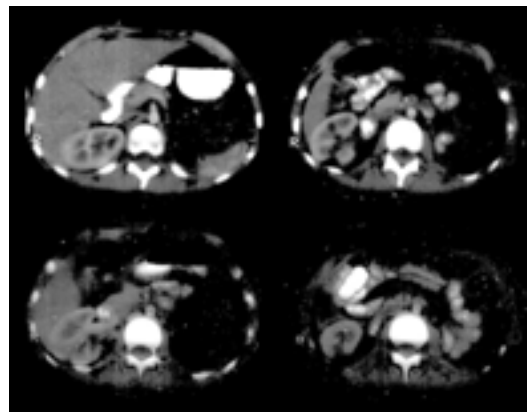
Tomografía axial computada de control postoperatorio.
